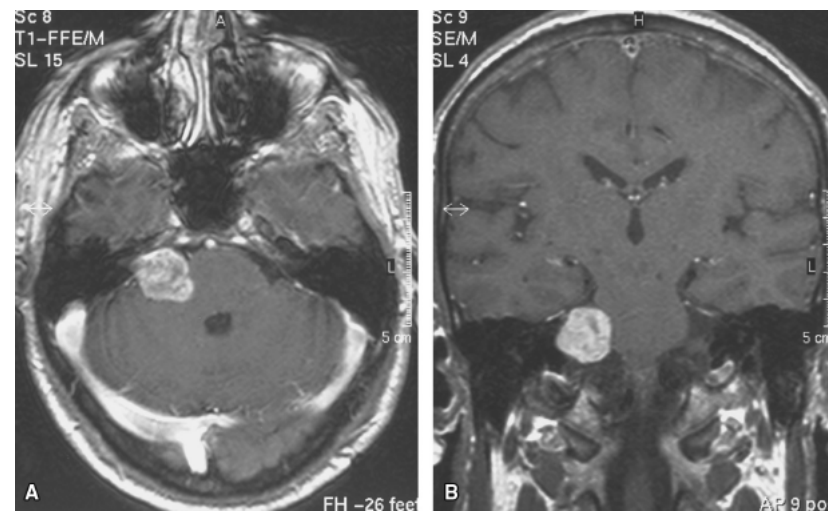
Neurinoma do acústico. Ressonância magnética do crânio, cortes horizontal (A) e coronal (B), com lesão captante de contraste no ângulo pontocerebelar direito (área hiperintensa).
